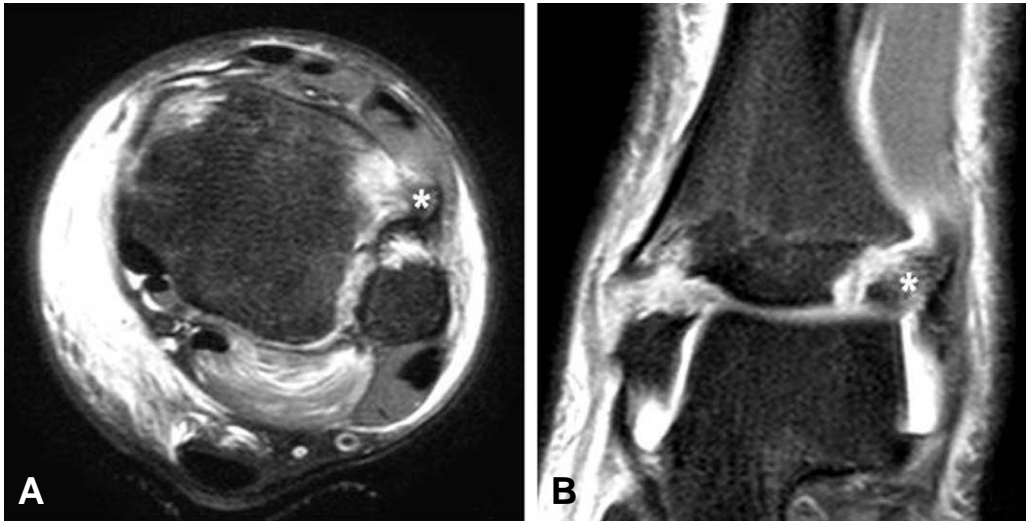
Axial (A) and coronal (B) proton density weighted MR imaging shows posterior malleolar fracture and bimalleolar fracture, avulsion fracture in lateral epiphysis of distal tibia (white star) and diffuse subcutaneous fluid collection and swelling around the left ankle.
